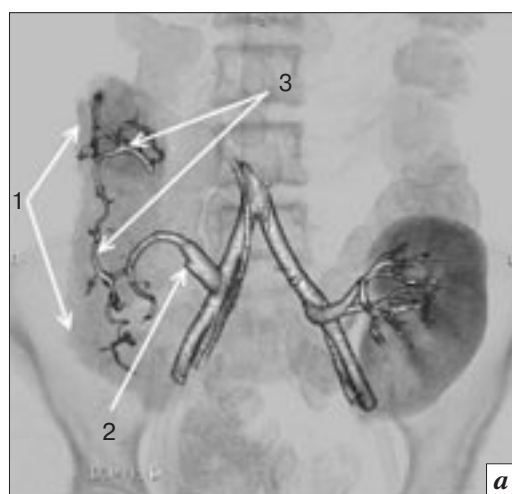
Томограммы пациентов с окклюзионным тромбозом ВБА ТПЖ: *а* – КТ-ангиография (3D): 1 – ТПЖ; 2 – окклюзионный тромбоз ВБА ТПЖ; 3 – ретроградное заполнение верхней брыжеечной артерии из бассейна селезеночной артерии ТПЖ; *б* – МР-ангиография другого пациента (МР): 1 – ТПЖ; 2 – протяженный тромбоз ВБА
